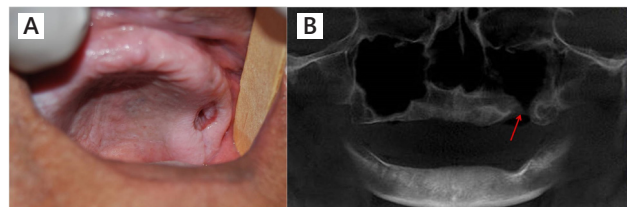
Aspecto clínico intraoral (A) y imagen de tomografía computadorizada de haz cónico en que se observa solución de continuidad en el piso del seno maxilar izquierdo
